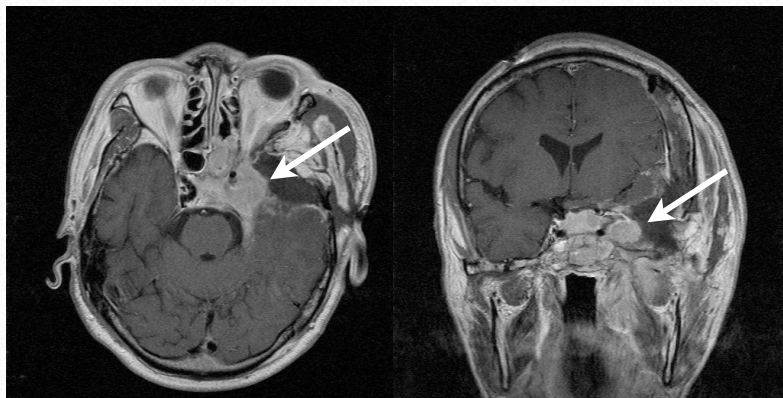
症例6・術後頭部MRI：腫瘍の外側は摘出されているが、海綿状脈洞から内側は残存した。これによって、左眼の視力は回復した。髄液漏は起こさなかった。
